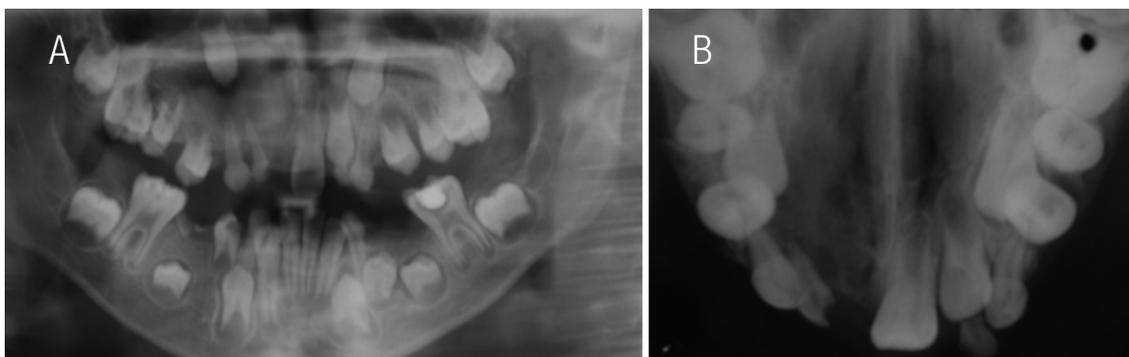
A. Radiografía panorámica, B. Radiografía Oclusal, muestran post-operatorio de un mes, con inicio de neoformación ósea.
